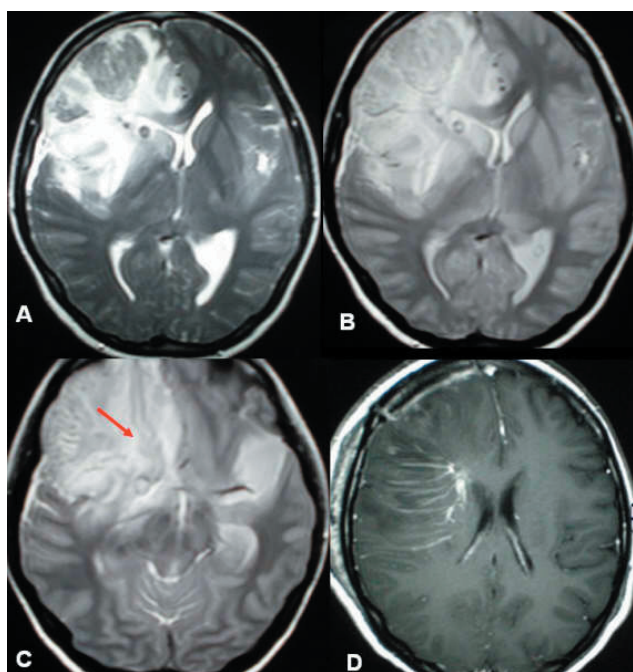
Caso 1. RMN cerebral. Todas secuencias axiales a nivel de ganglios basales en secuencias : T2 (A); DP (B y C) y T1 con gadolinio (D). (A) y (B) la imagen hipodensa puntiforme localizada lateral al núcleo caudado derecho correspondería al trombo del colector principal (C). Partiendo del trombo con dirección anterior apreciamos la vena anómala dilatada (flecha). (D) otra vez el “signo de la Cabeza de Medusa”.
